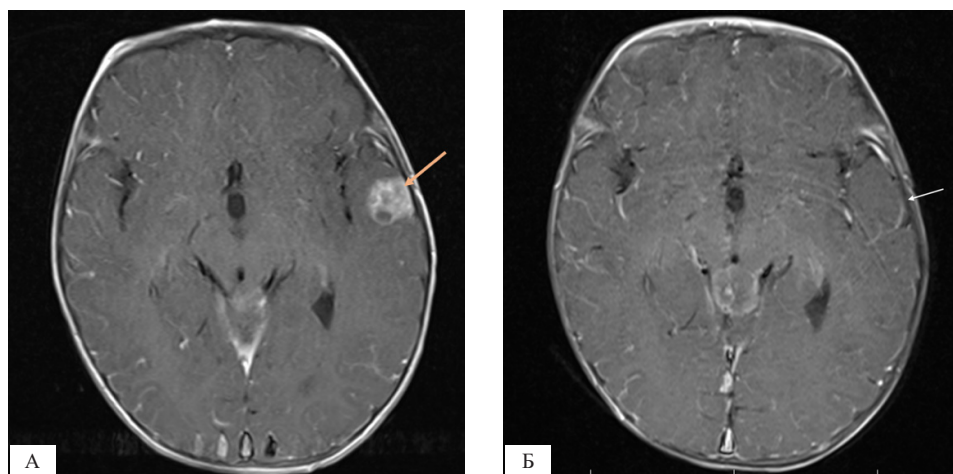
Постконтрастное изображение метастатического очага левой височной доли (4, А), не визуализируемого ранее (4, Б): образование с четкими контурами, неоднородной структуры, 15 × 15 × 11 мм, изогиперинтенсивное на T2 и TIRM, изогипоинтенсивное на T1-ВИ, с истинным ограничением диффузии на ДВИ и ИКД, выраженным накоплением парамагнетика
